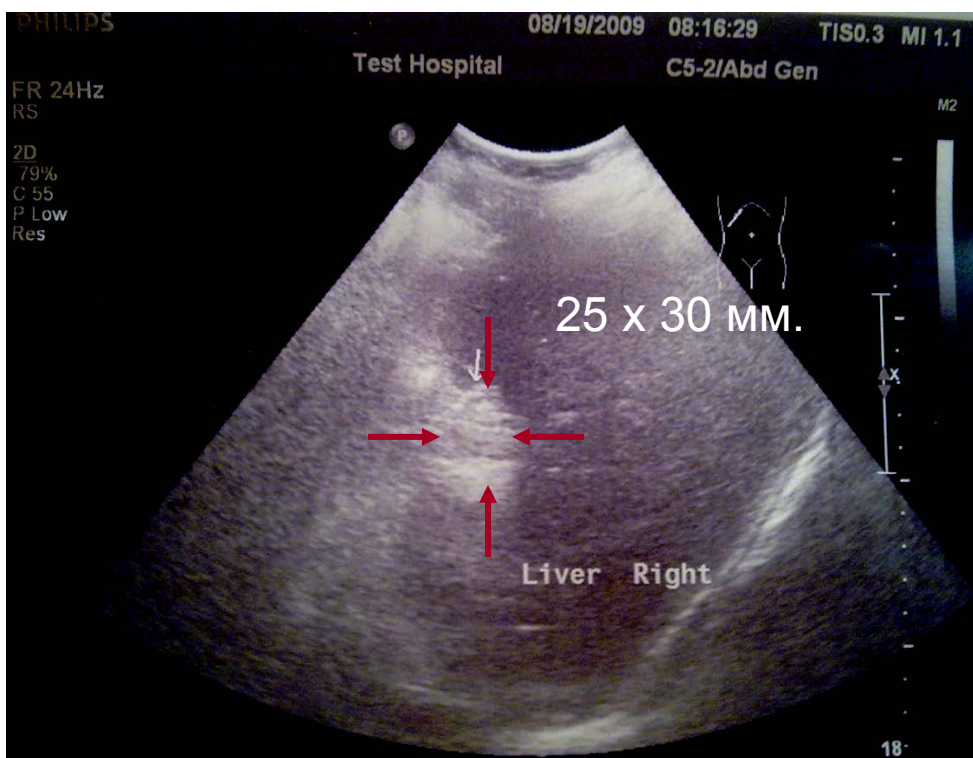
УЗИ пациентки через 3 месяца после фенестрации кисты диаметром до 120 мм. Sg 6 печени. В проекции оперированной кисты гиперэхогенная структура – очаг фиброза
